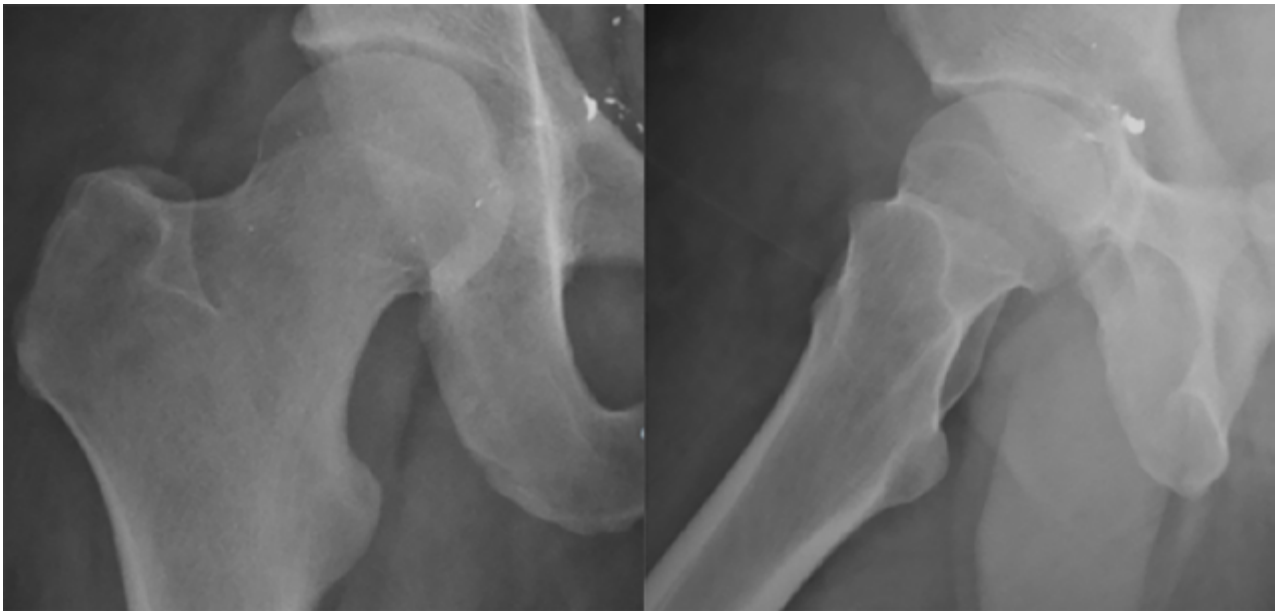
Radiografía frente y perfil de la cadera afectada a los quince días postoperatorios, se observa una esquirola extraarticular y pequeños fragmentos mediales al trasfondo acetabular.
